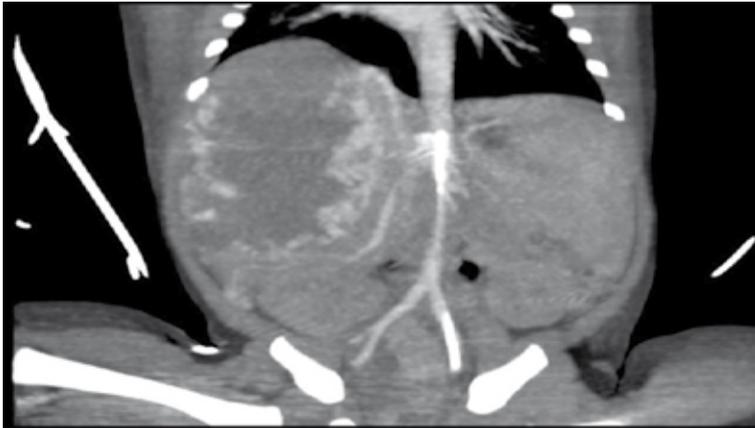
Angio-TAC abdominal. Corte coronal en el que se aprecia gran masa hepática con intensa captación periférica de contraste y con áreas centrales hipoatenuantes
